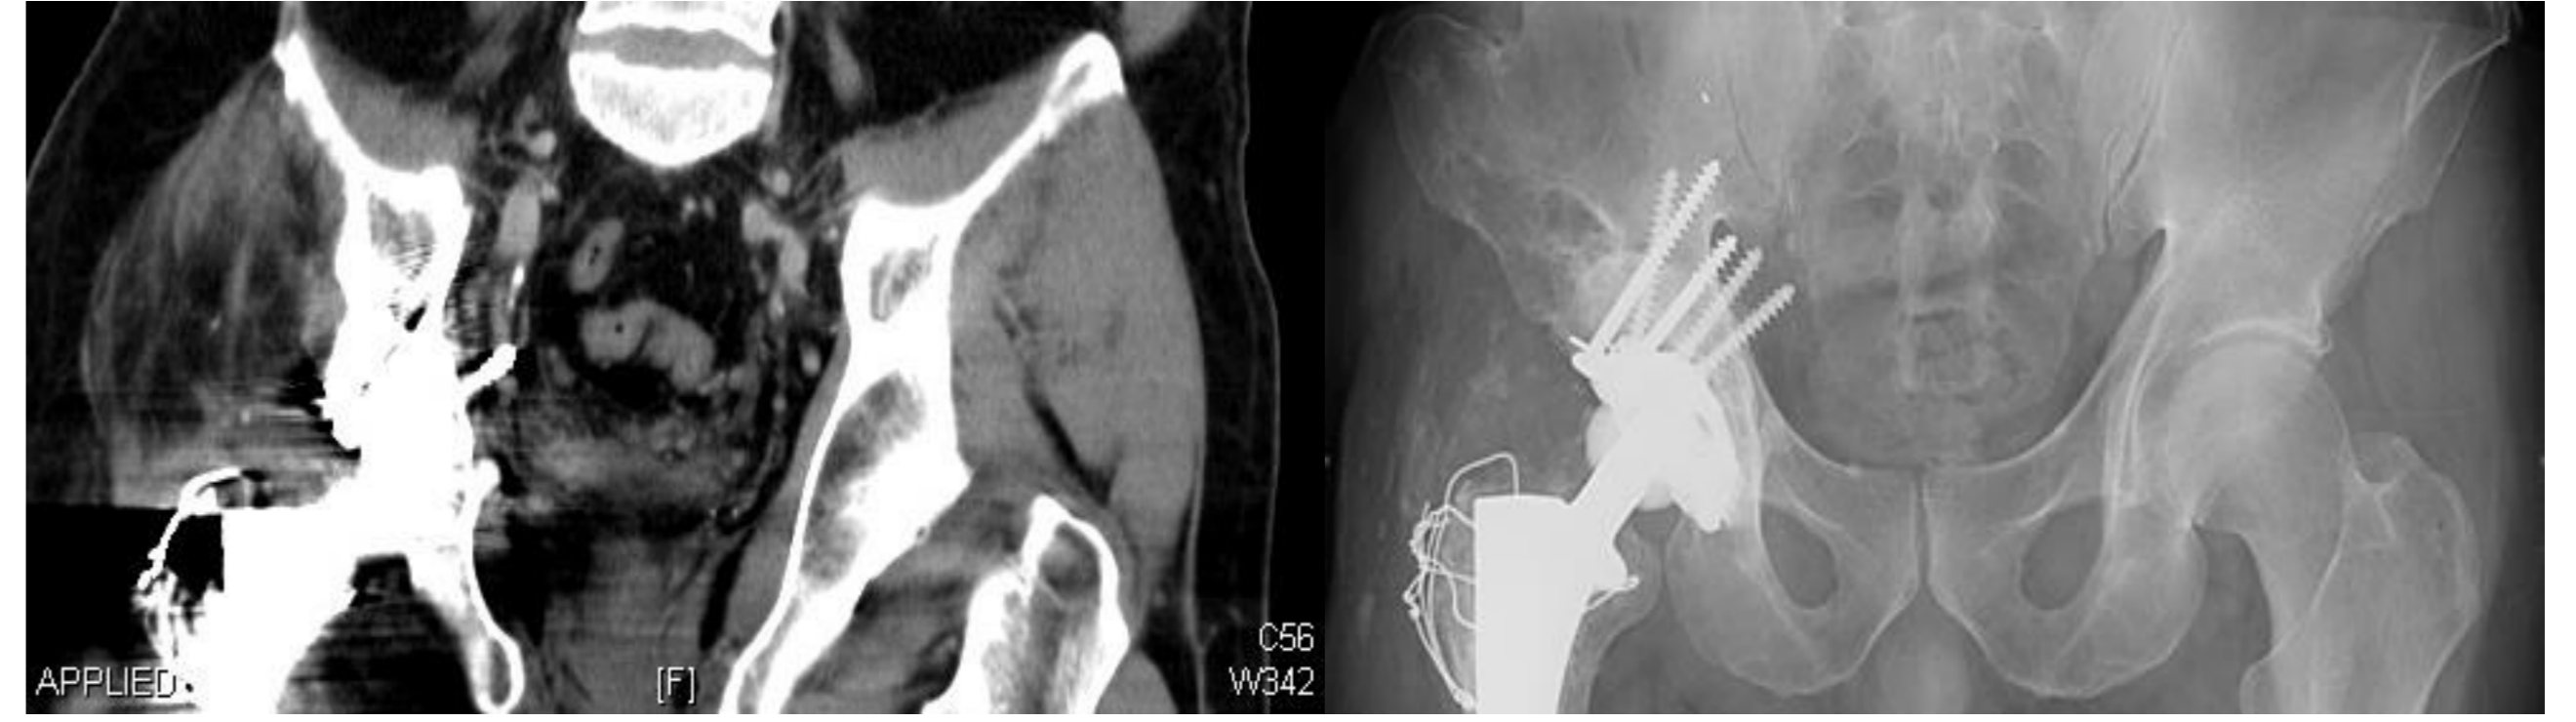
Imágenes de TAC y Rx de Paciente caso clínico.
